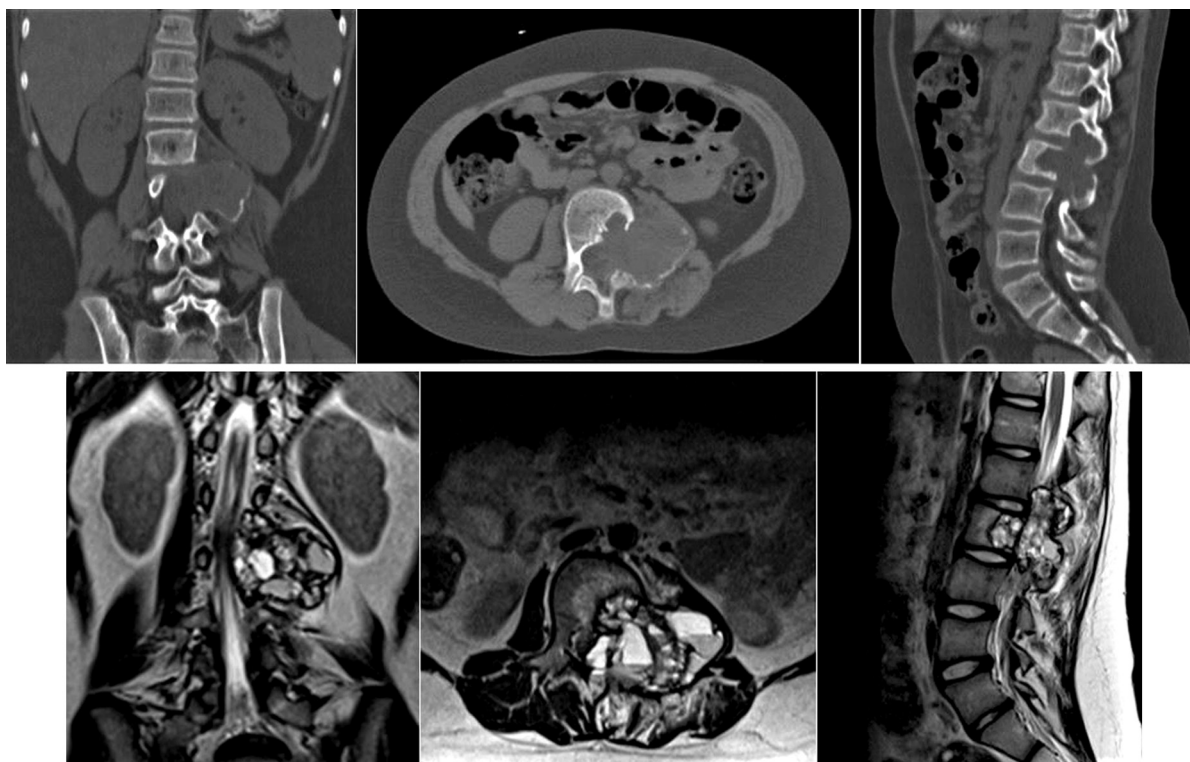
МРТ и КТ поясничного отдела позвоночника при поступлении
